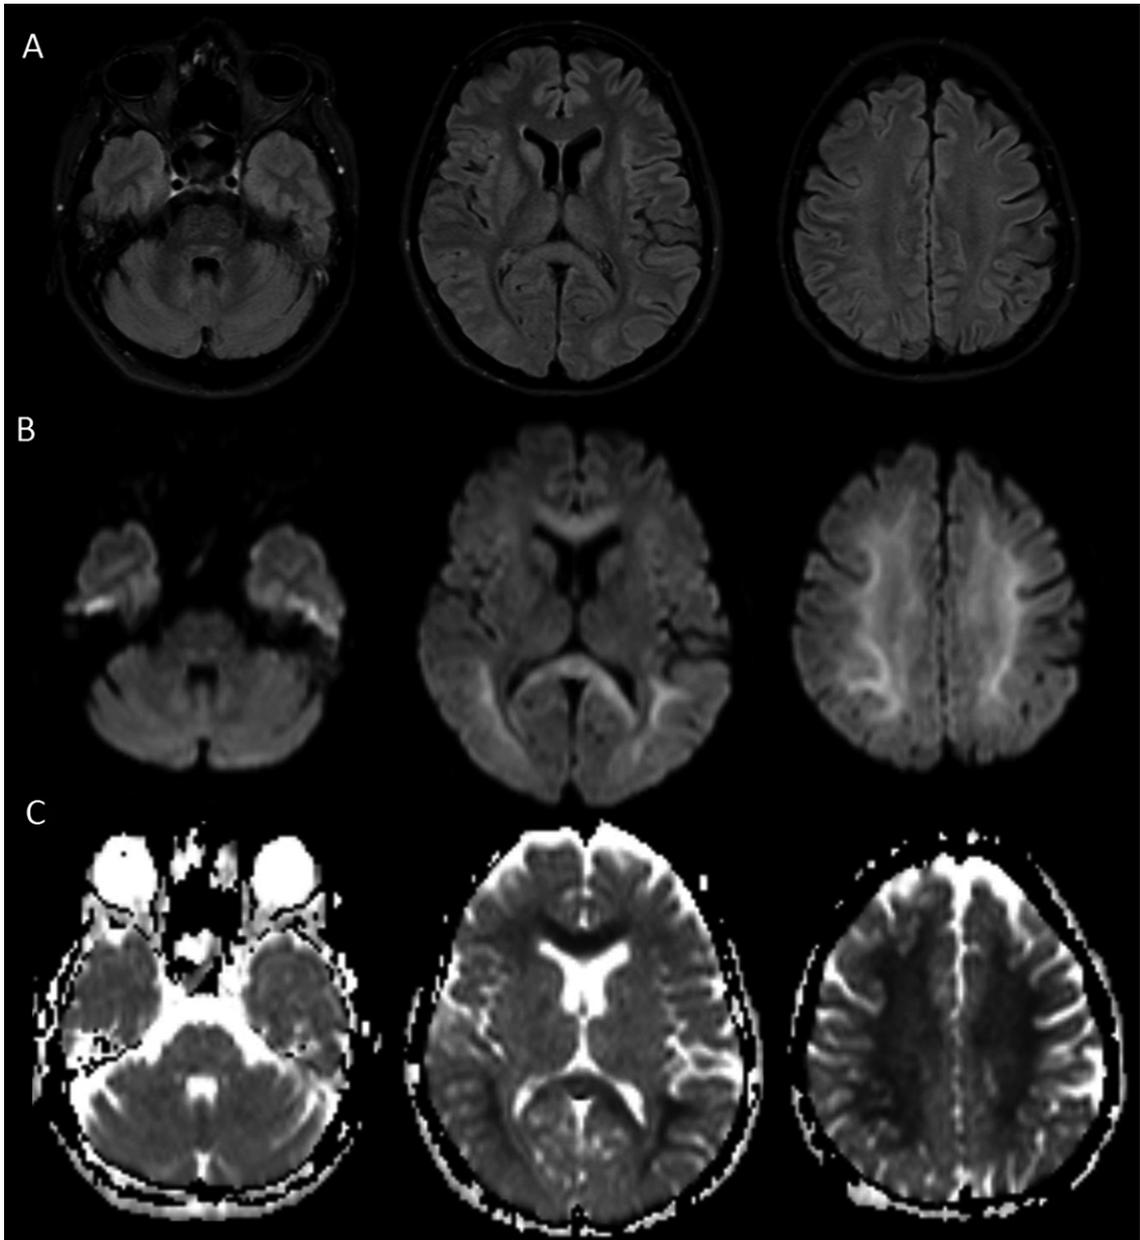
Resonancia magnética de cerebro al octavo día. A) secuencia FLAIR: Aumento de señal en la corteza cerebral y en los ganglios basales, menos significativa en la corteza cerebelosa. B) secuencia DWI: Importante hiperintensidad de la sustancia blanca en el cuerpo calloso y en el centro oval, con una apariencia leucoencefalopática. C) secuencia ADC: Hipointensidad de la sustancia blanca en las mismas estructuras.
